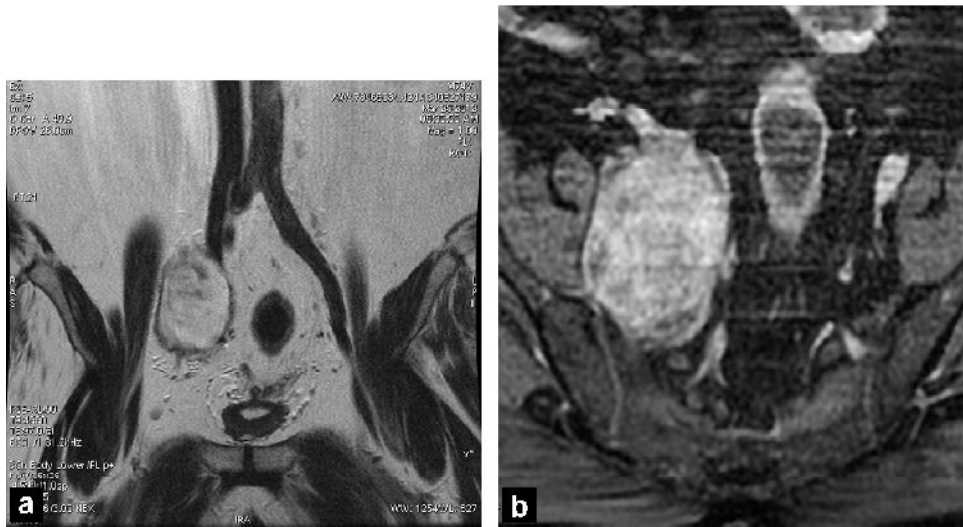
IRM pelvienne montrant la tumeur en franc hypersignal T2 (a) se rehaussant après injection (b), la lésion apparaissant bien limitée, développée aux dépens de la racine L5 droite: a: coupe coronale en pondération T2; b: coupe axiale en pondération T1 fat-sat après injection de gadolinium
